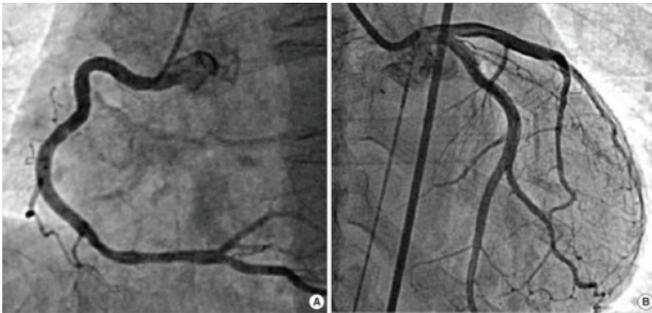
Рентгеновский снимок, позволяющий оценить кровоток через коронарные артерии во время коронарной ангиографии
